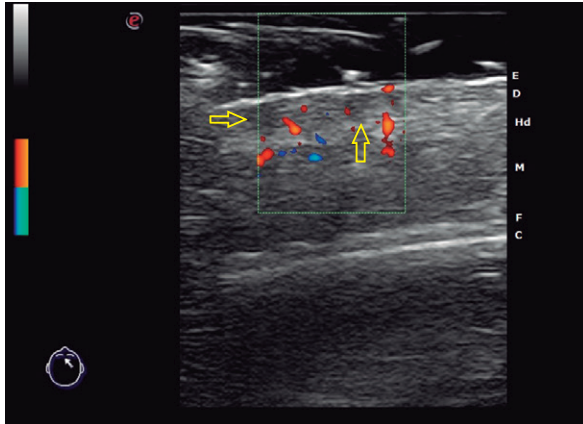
En zonas con indicios de activación de alopecia frontal fibrosante, se objetivan áreas hipoeoicas intradérmicas (flechas amarillas) por edema perifolicular, y señal Doppler intradérmica en modo *power* Doppler en relación con vasodilatación asociada a la inflamación perifolicular.
